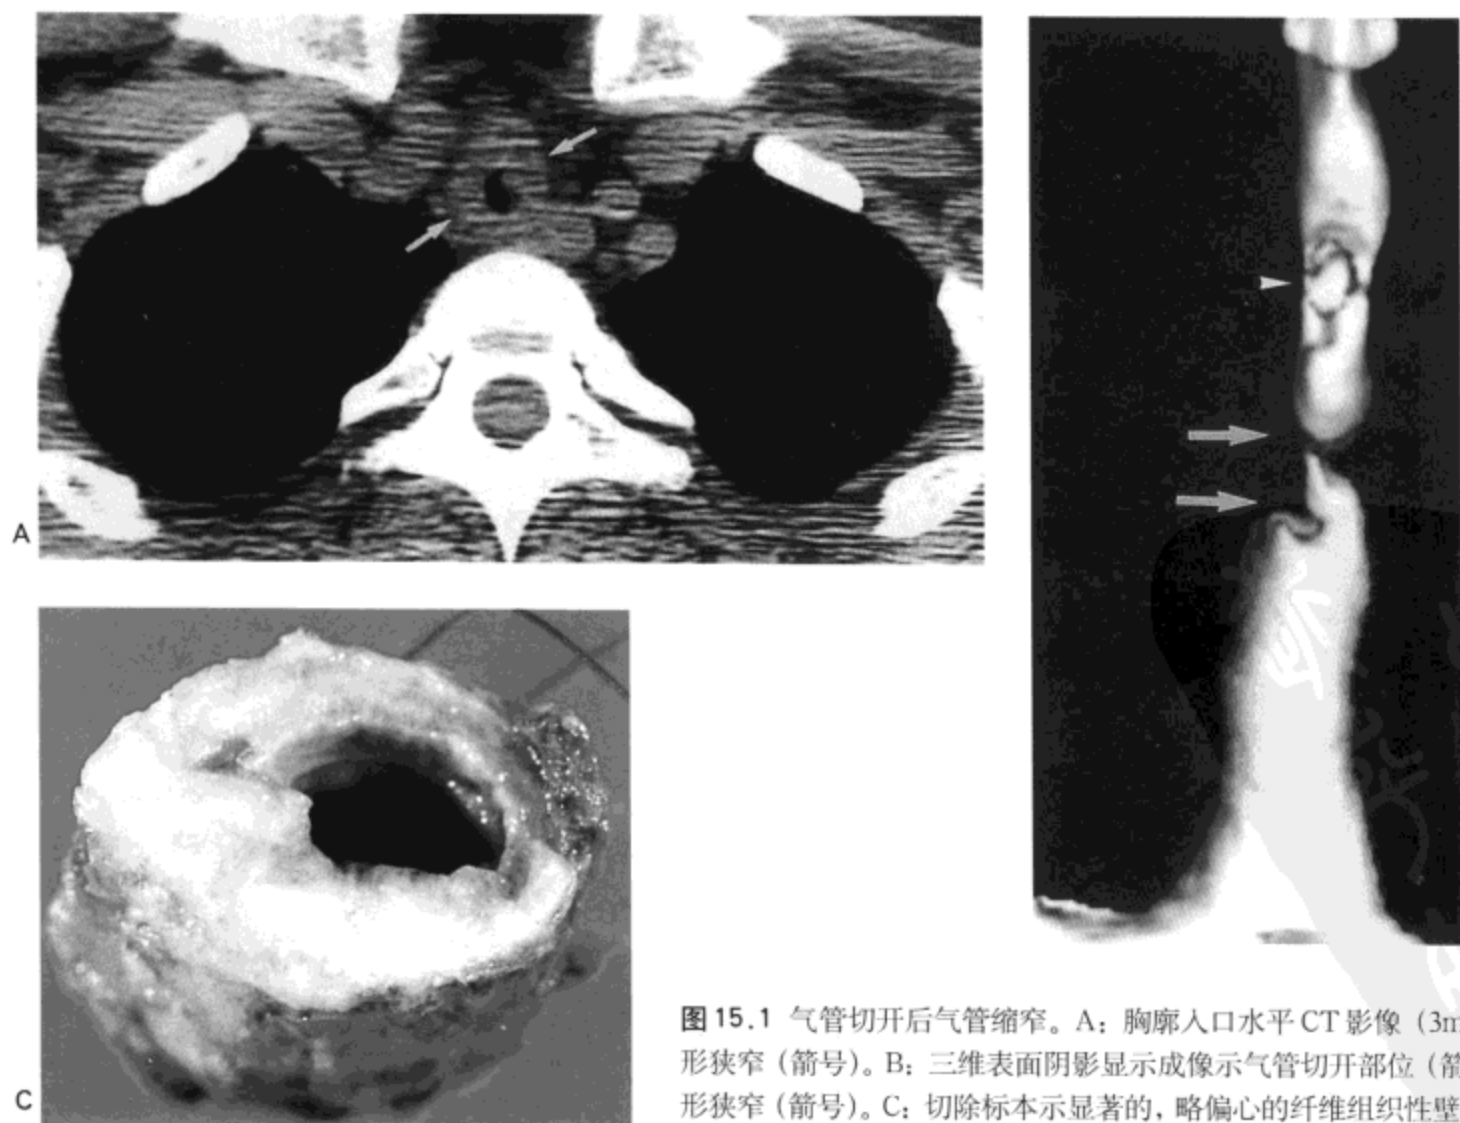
气管切开后气管缩窄。A: 胸廓入口水平 CT 影像 (3mm 层厚) 示气管壁环形狭窄 (箭号)。B: 三维表面阴影显示成像示气管切开部位 (箭头) 远侧约 2cm 处环形狭窄 (箭号)。C: 切除标本示显著的, 略偏心的纤维组织性壁增厚。病人男, 30 岁。
